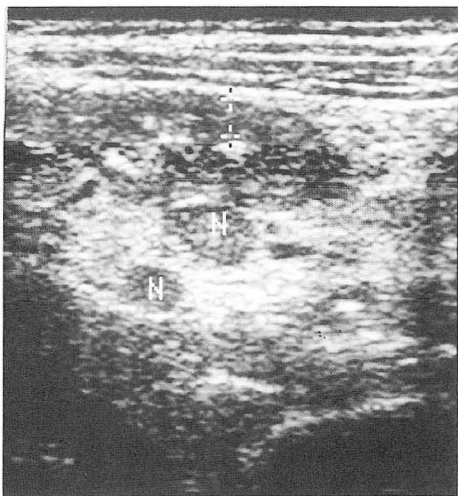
Transverse sonogram of the midabdomen in a 4-year-old boy reveals variable sized, enlarged mesenteric lymph nodes (N) adjacent to the thickened jejunum(+).
